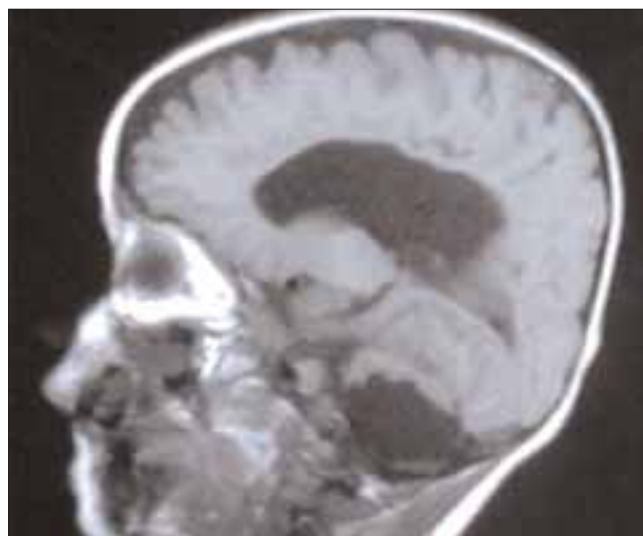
Resonancia magnética parasagital en un caso de síndrome de Johnsen-Tarby-Lewis nacido a las 30 semanas de gestación. Se observa atrofia cerebelosa hemisférica grave y leucomalacia periventricular. Coexisten la práctica ausencia de vermis y una gran atrofia de cuerpo calloso.
